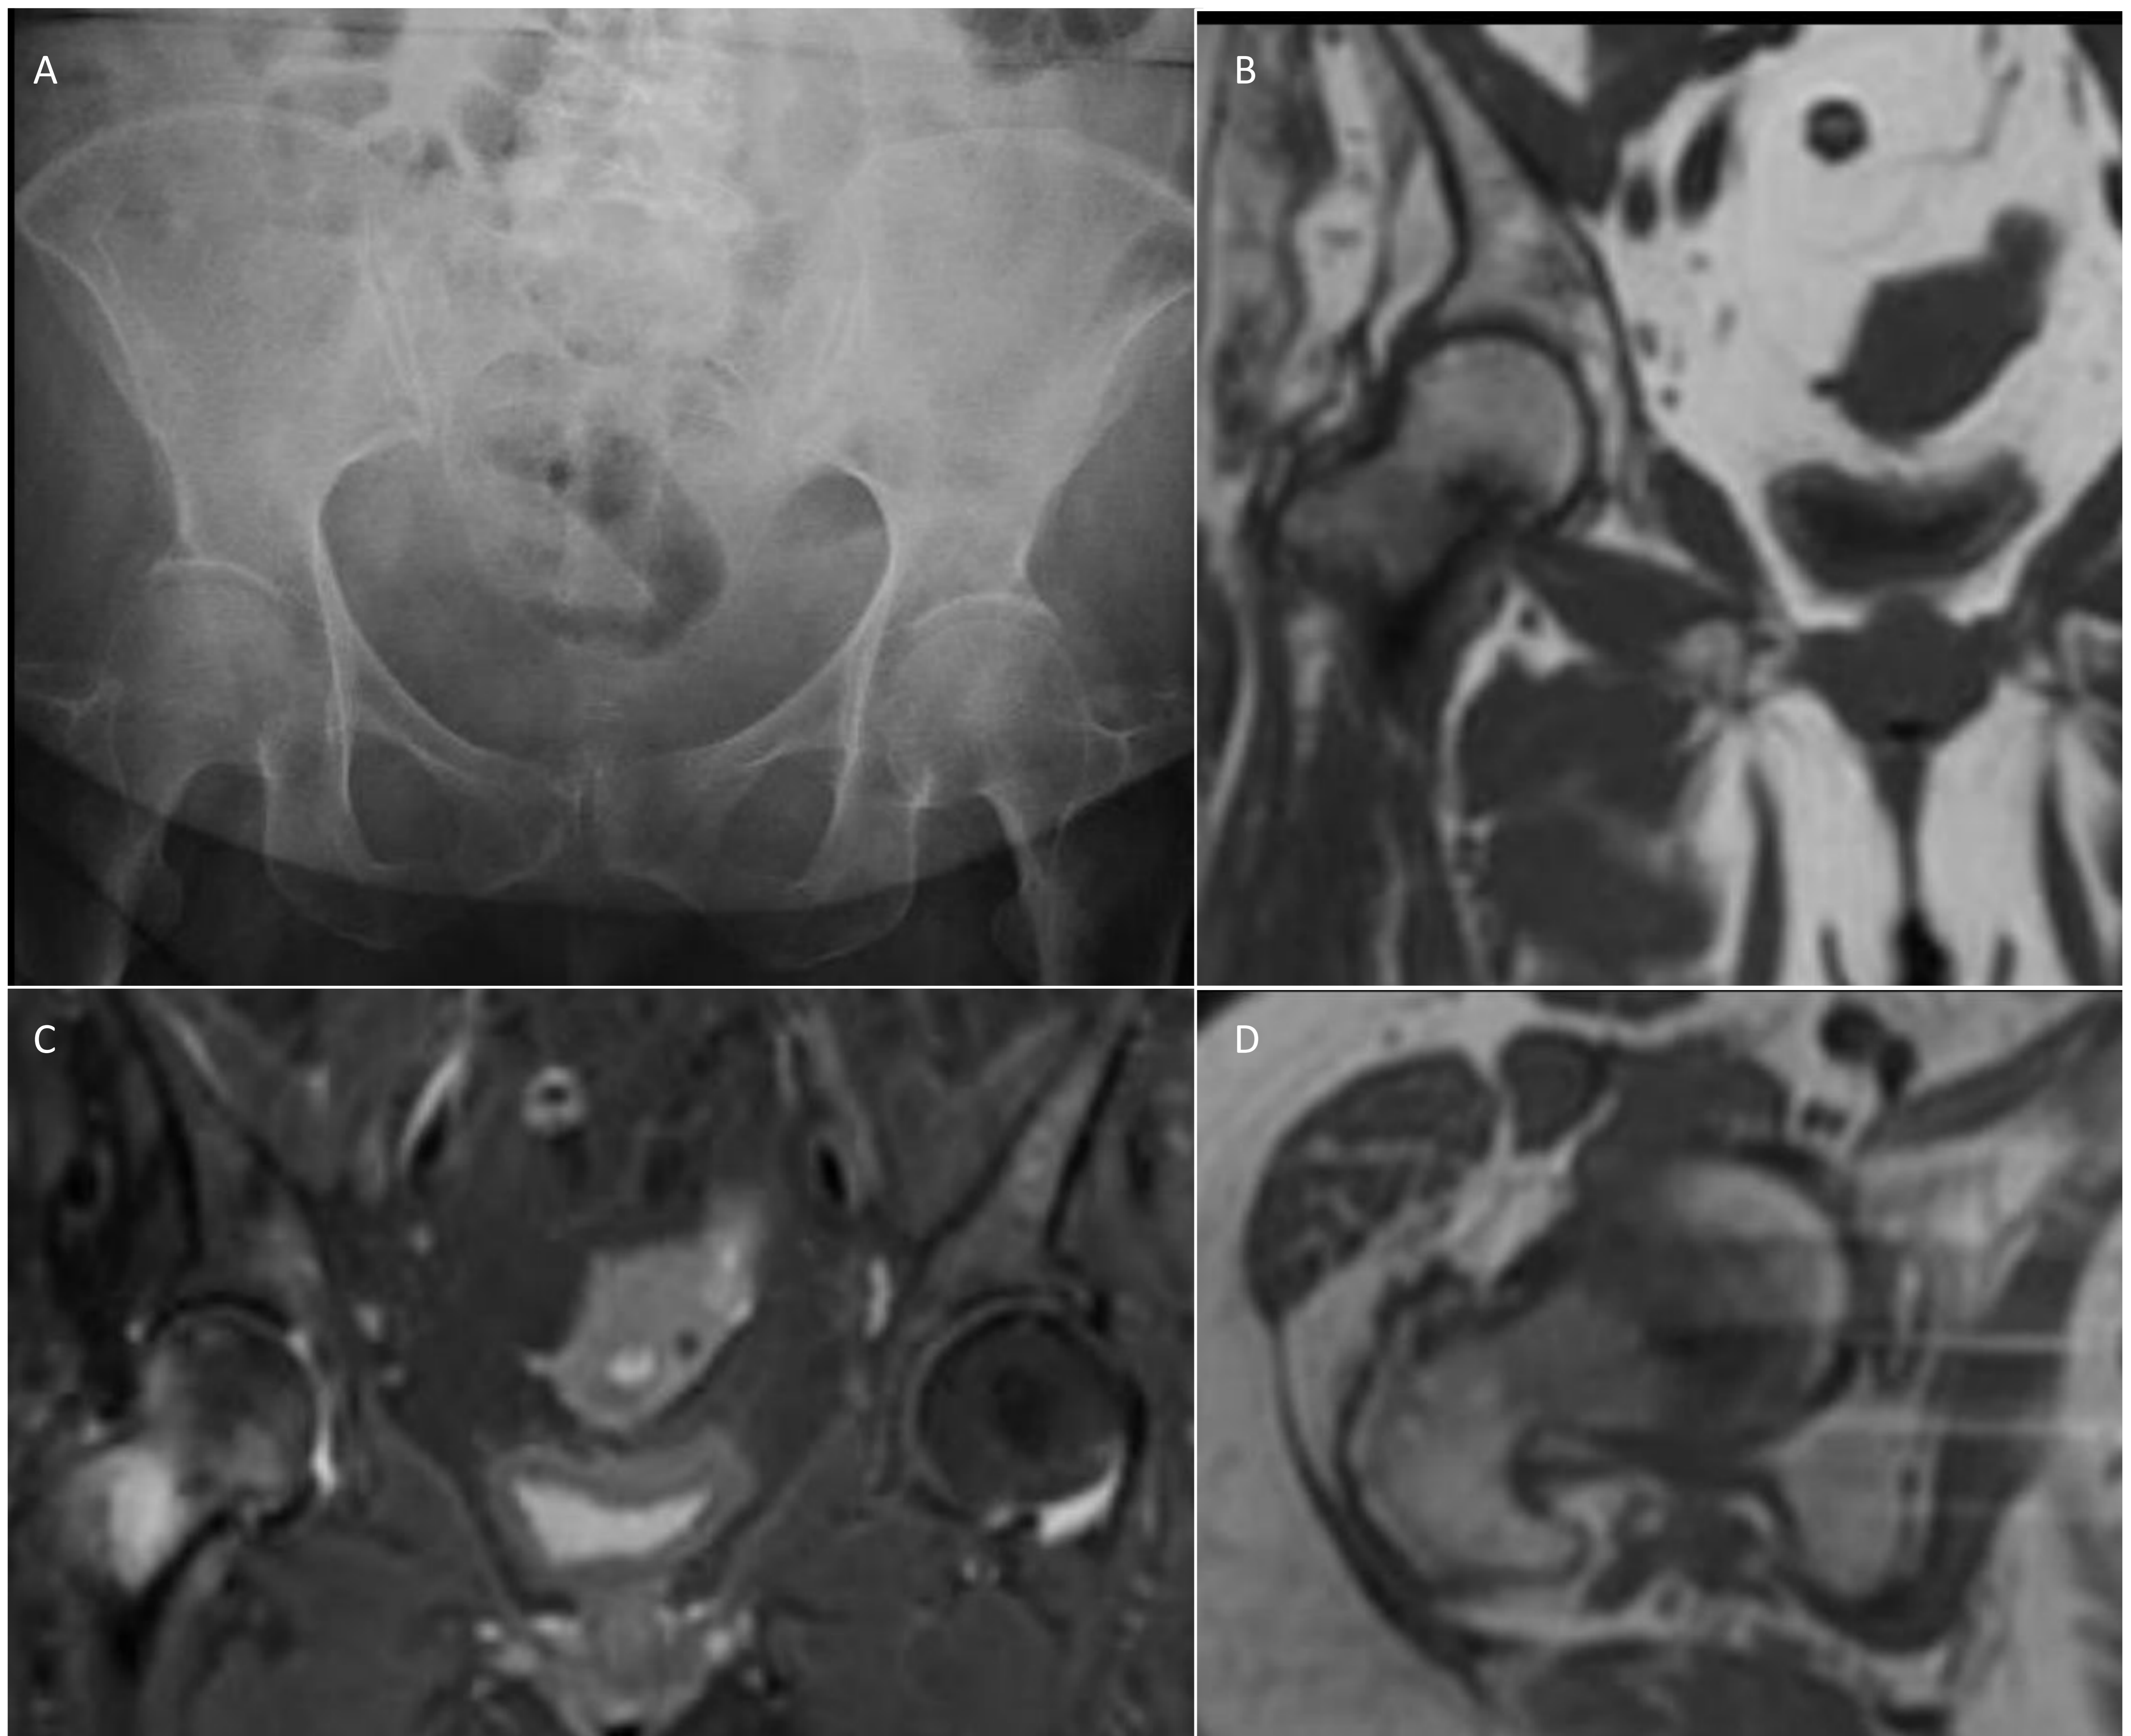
Fractura oculta de cadera. Radiografía de pelvis AP sin hallazgos significativos (A). Estudio de RM con secuencias coronal potenciada en T1 (B), densidad protónica (DP) con saturación de la grasa (C) y axial potenciada en T1 (D) demostrando edema óseo en cabeza femoral derecha rodeando a una línea de fractura que aparece hipointensa en todas las secuencias.
